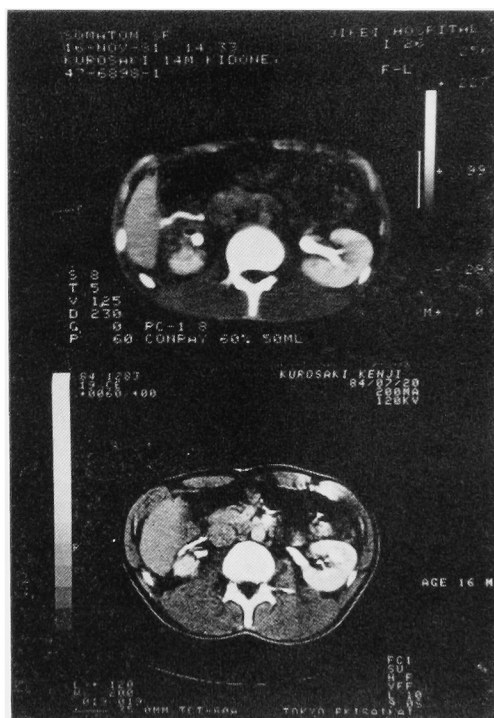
上図 受傷3ヵ月後 CT, 下図 受傷2年11ヵ月後 CT
